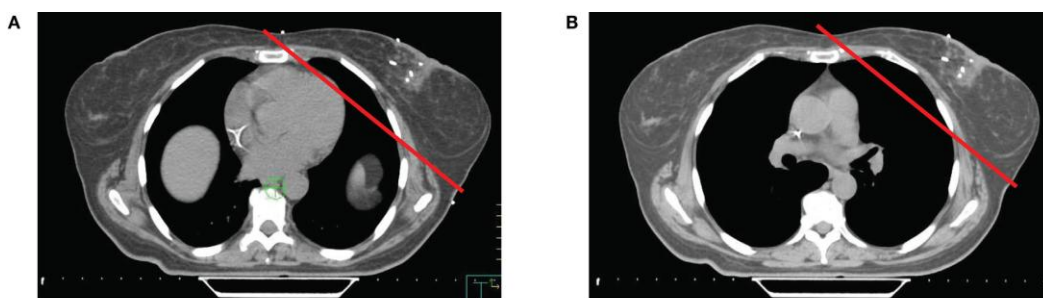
Fette assiali di scansione TC dello stesso livello della mammella sinistra a respiro libero (A) e con inspirio forzato (B)
